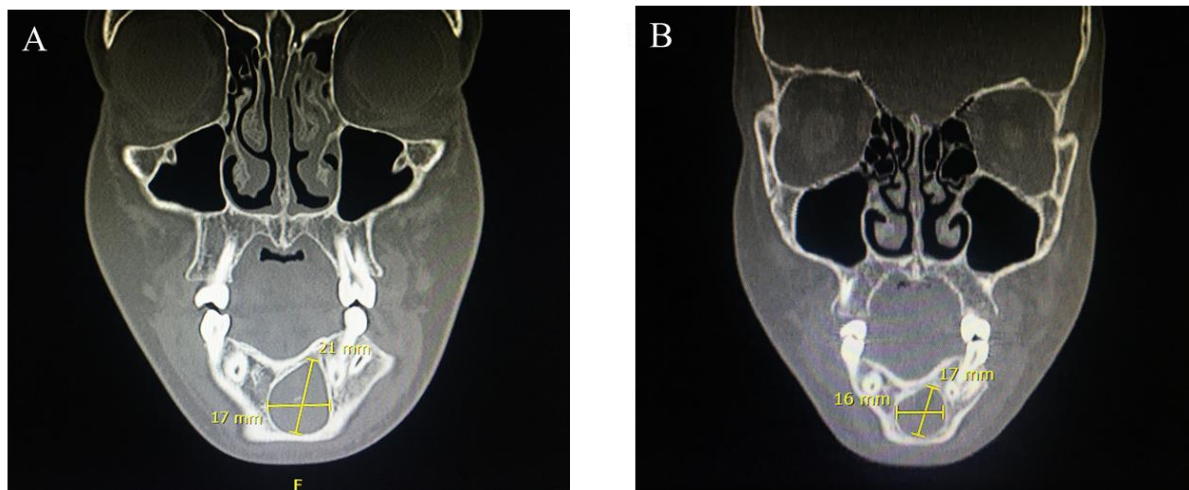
Comparação TC corte sagital 27/05/2019 x 08/04/2020
